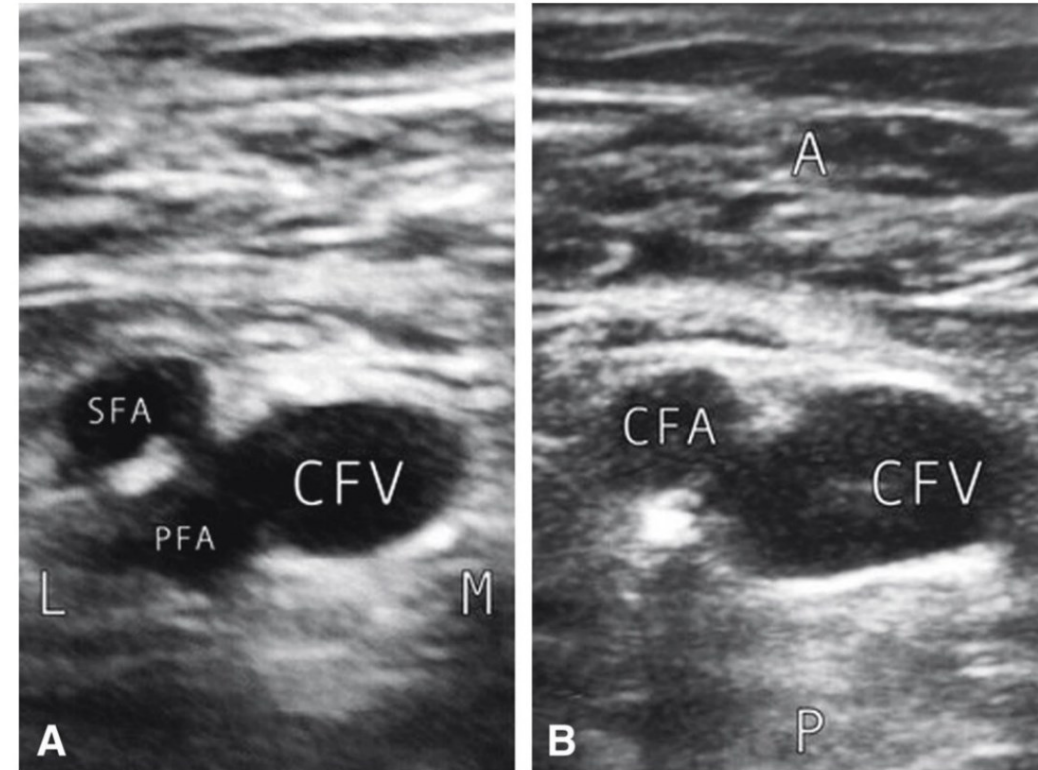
A. Still frame image from vascular ultrasound of right common femoral artery (CFA) and its bifurcation into superficial femoral artery (SFA) and profunda femoral artery (PFA). M, medial; L, lateral. After the CFA bifurcation, the common femoral vein (CFV) is visualized medially. B. Still frame image from vascular ultrasound of right CFA and CFV. A, anterior; P, posterior.
